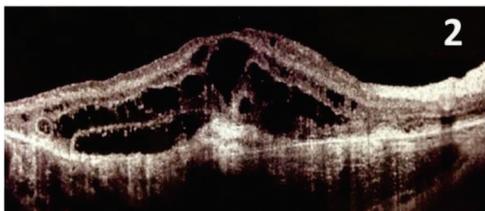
A tomografia de coerência óptica do pólo posterior evidenciando estrutura elevada, bem delimitada e altamente refletiva na região do complexo EPR- coriocapilar. Há áreas de elevação do EPR e descolamento neurosensorial.
